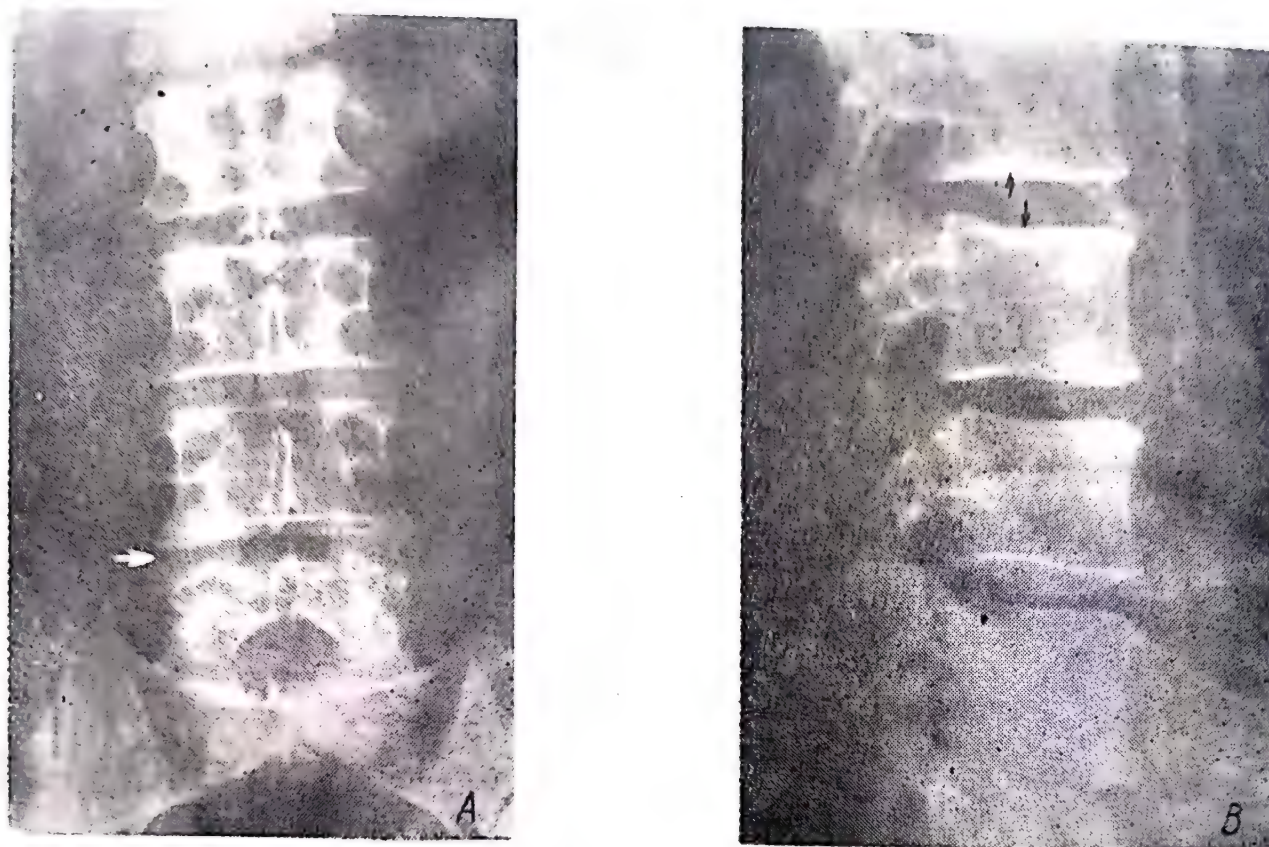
80. — Radiografia coloanei lombare din față și profil
